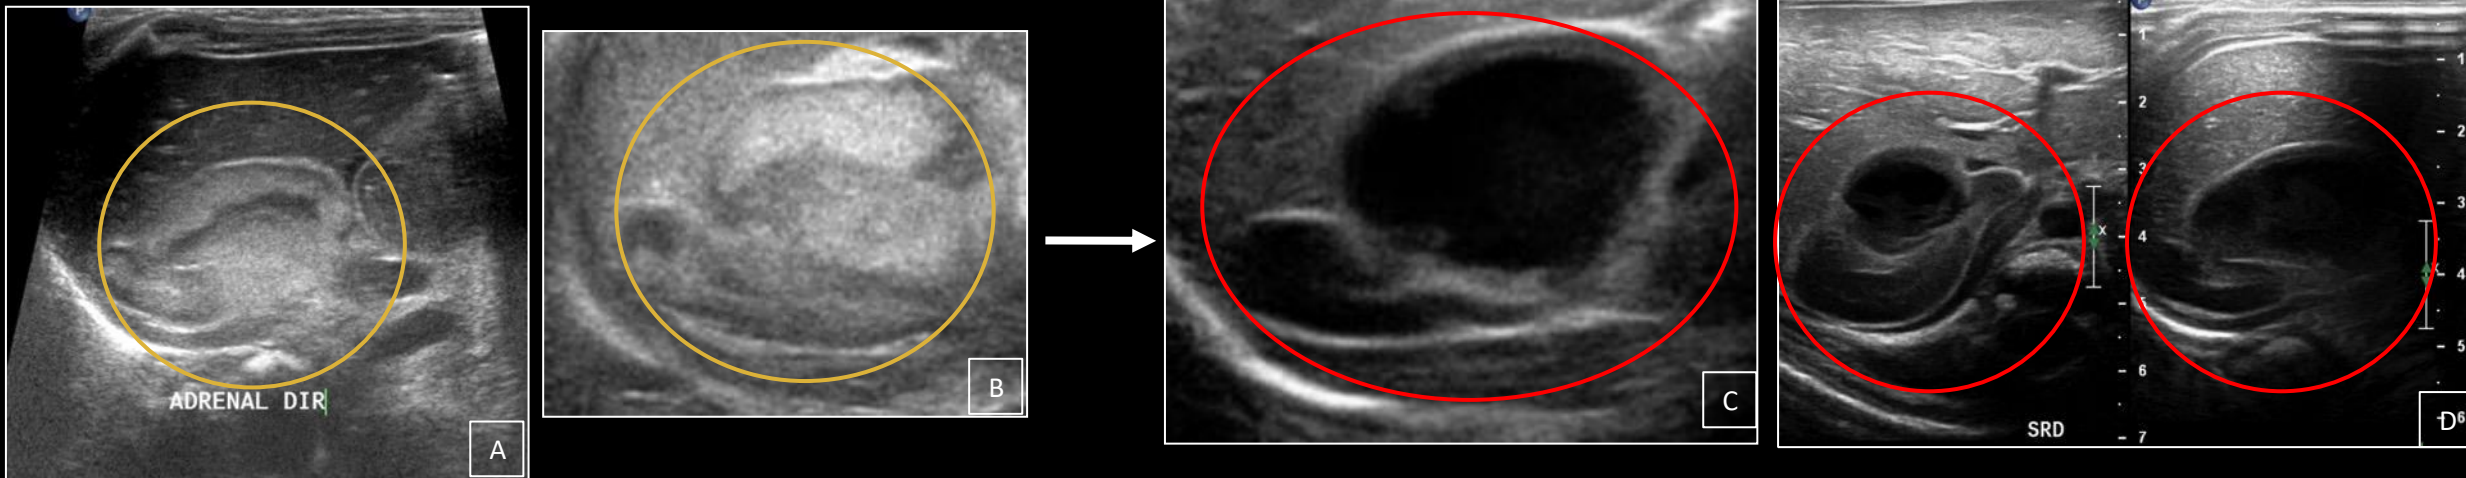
Hemorragia da adrenal: A ecogenicidade de um hematoma adrenal na USG abdominal depende do seu estágio de evolução. (A e B) Glândula adrenal direita aumentada e hiperecogênica com hematoma agudo em estágio inicial (círculos amarelos). (C - D) Seis dias depois, a USG mostrou aspecto cístico do mesmo hematoma na fase subaguda (círculos vermelhos).
